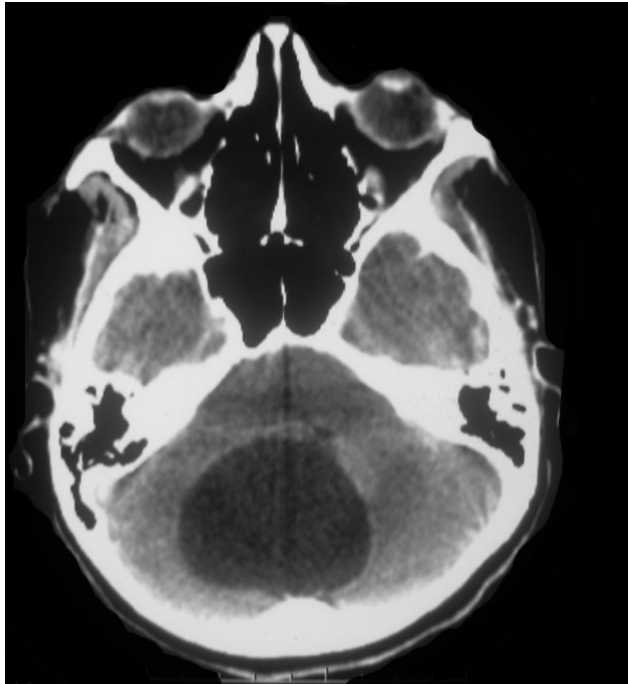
TDM en coupe axiale non injectée : tumeur mixte (Un nodule murale isodense avec une portion kystique) occupant le vermis et les deux hémisphères cérébelleux, de forme ovoïde et de contours bien limités, sans œdème périlésionnel, responsable d'une compression du 4^{ème} ventricule : hémangioblastome
